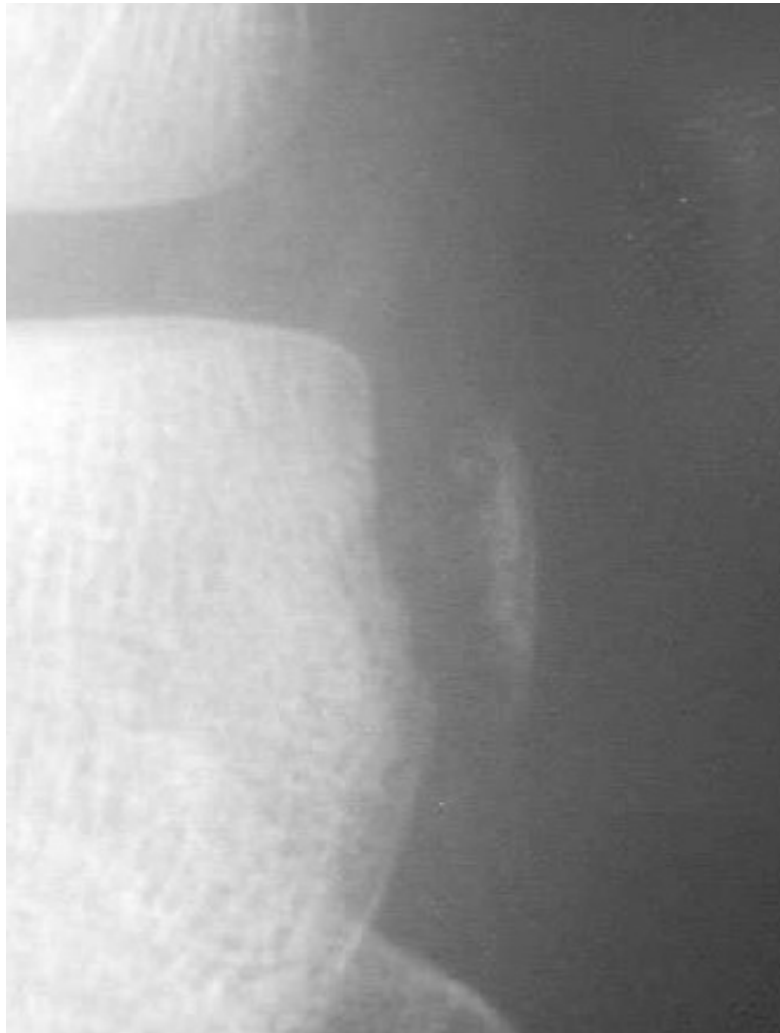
radiographie du genou face mettant en évidence une fracture de Segond.
